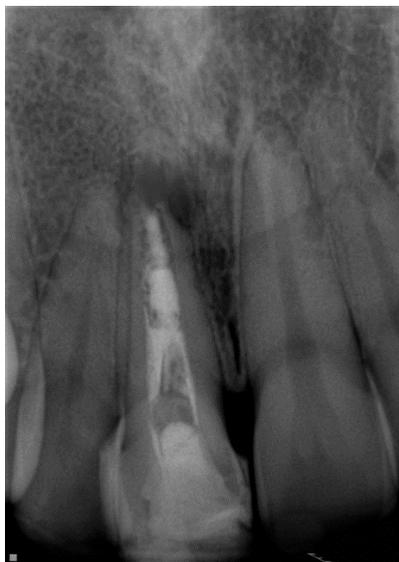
Radiografia inicial 28.07.2021
